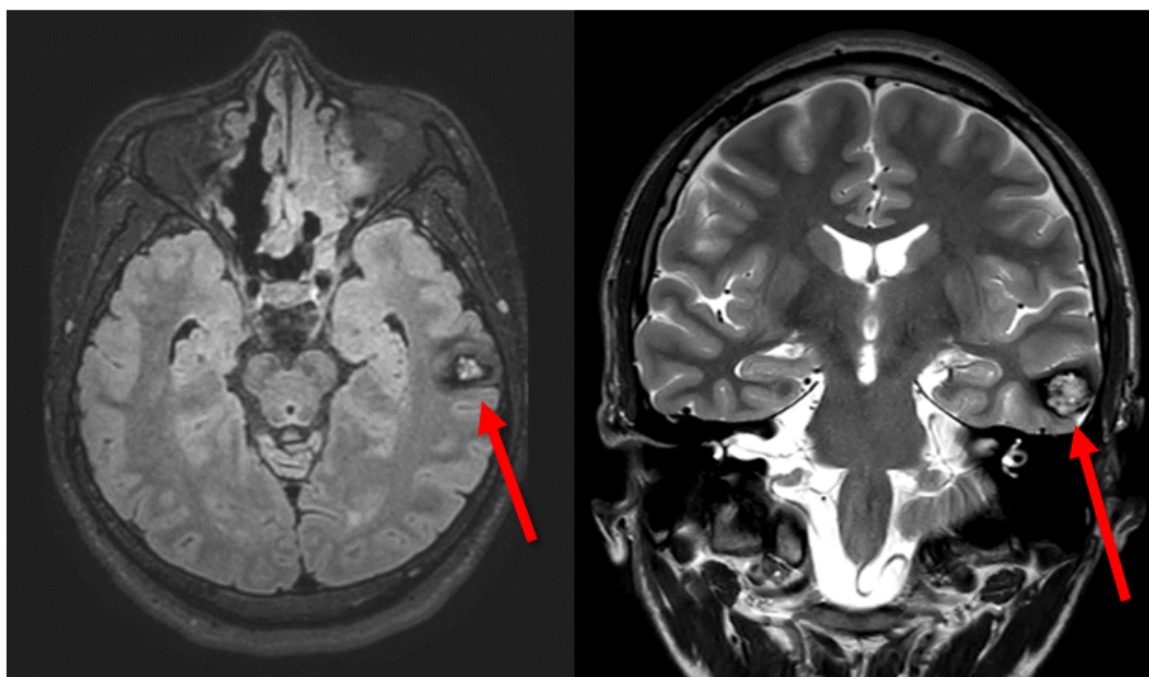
Brain MRI. FLAIR axial and T2 oblique coronal images shows a cavernous malformation (red arrow) in left temporal lobe. MRI: magnetic resonance imaging.
